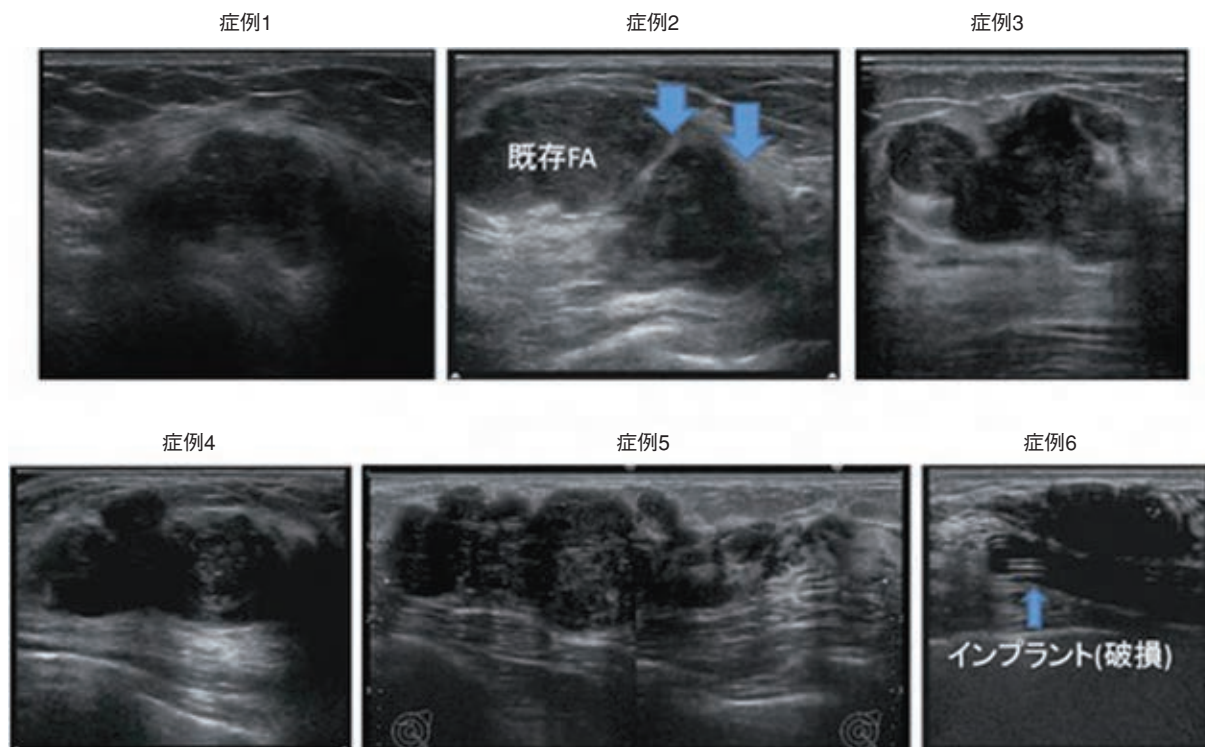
超音波検査でカテゴリ-4と診断された線維腺腫の超音波画像
